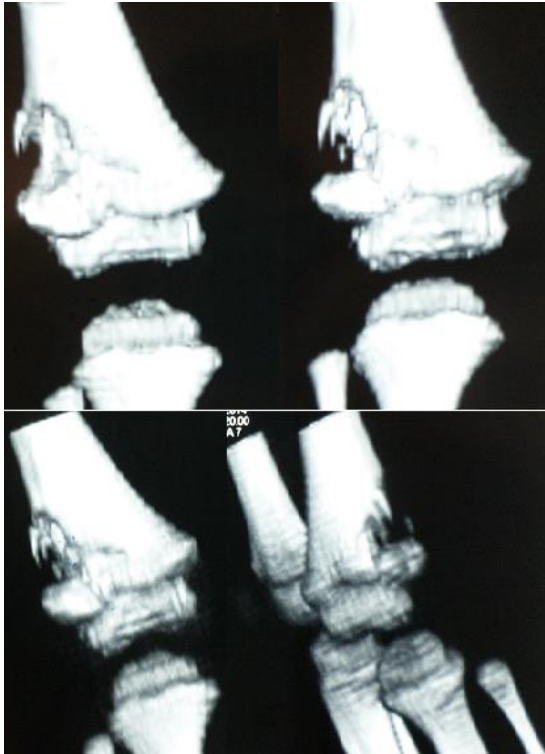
TDM du fémur gauche montrant une lésion ostéolytique de l'extrémité inférieure du fémur
